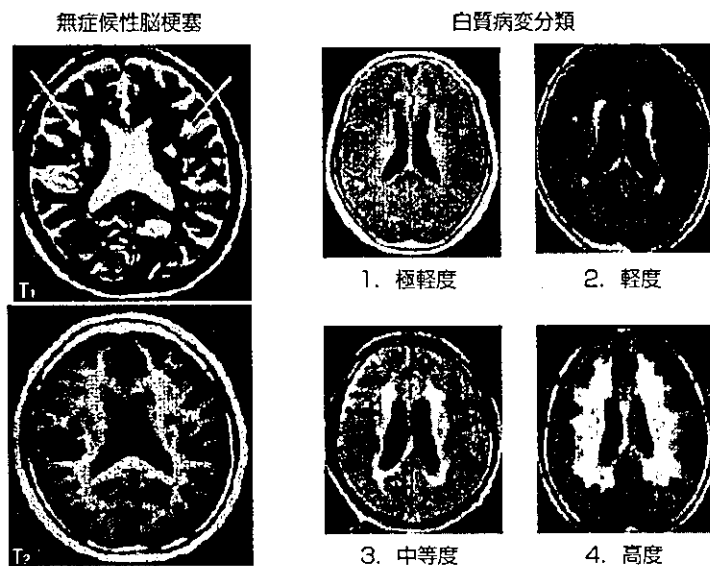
MRI 上の無症候性脳梗塞と脳室周囲高信号域 (PVH) を中心とした白質病変の分類 (1 度から 4 度)
